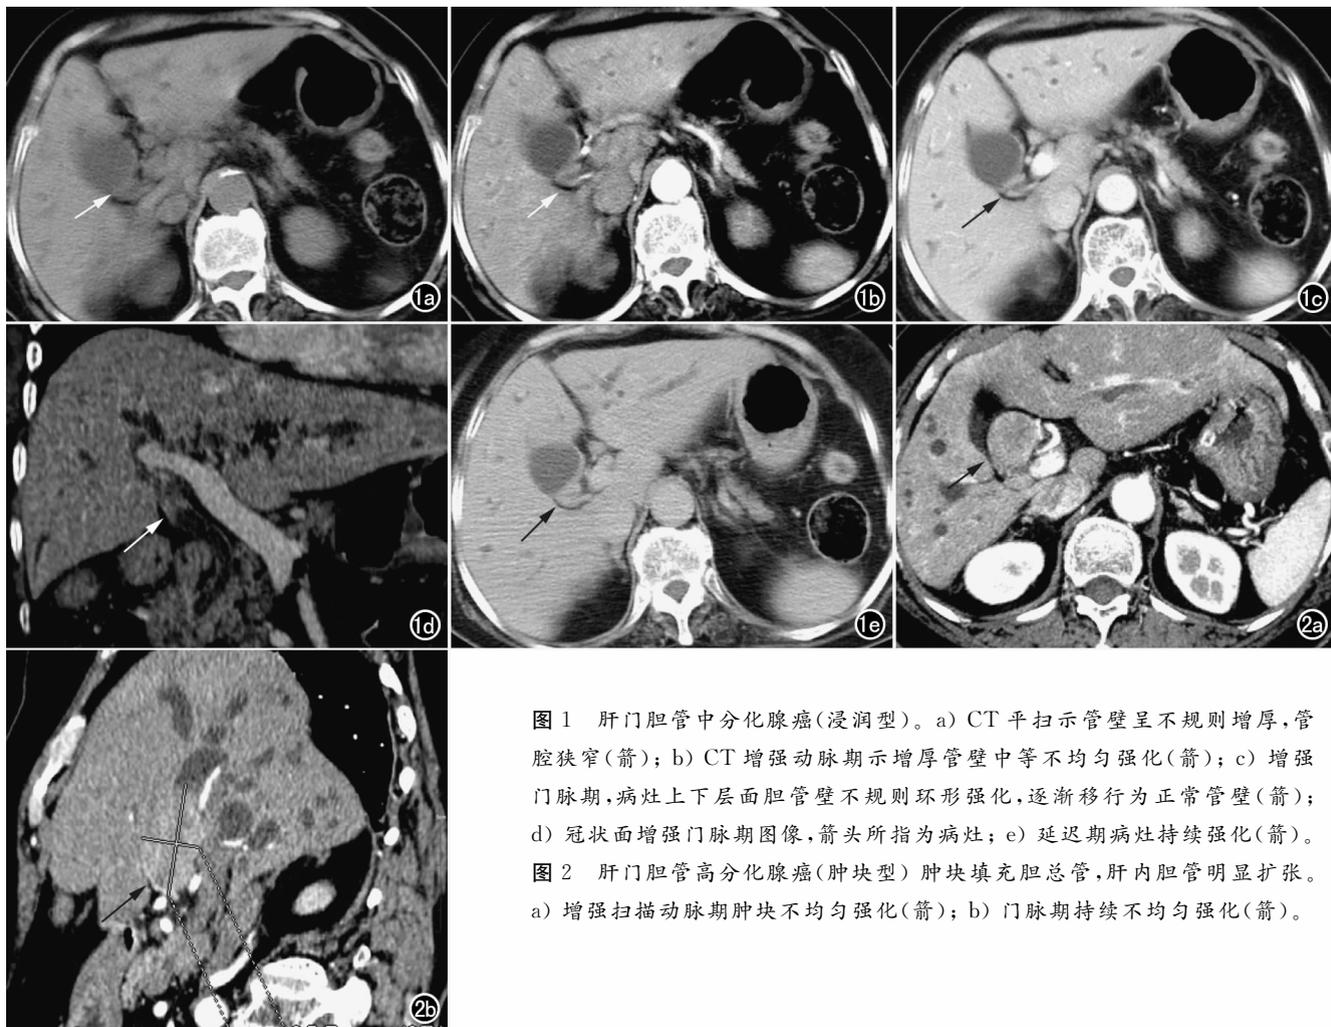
肝内胆管中分化腺癌(浸润型)。a) CT平扫示管壁呈不规则增厚,管腔狭窄(箭); b) CT增强动脉期示增厚管壁中等不均匀强化(箭); c) 增强门脉期,病灶上下层面胆管壁不规则环形强化,逐渐移行为正常管壁(箭); d) 冠状面增强门脉期图像,箭头所指为病灶; e) 延迟期病灶持续强化(箭)。图2 肝内胆管高分化腺癌(肿块型)肿块填充胆总管,肝内胆管明显扩张。a) 增强扫描动脉期肿块不均匀强化(箭); b) 门脉期持续不均匀强化(箭)。
